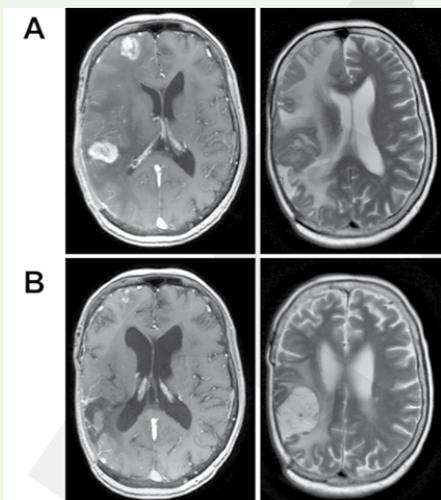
MRI vor Behandlungsbeginn (A) sowie nach 9 Monaten (B) unter Trastuzumab-Emtansin
